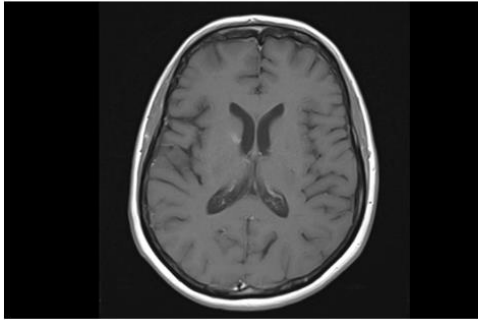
Axial T1-weighted MRI scan, showing contrast-enhanced lesion in the periventricular region of the right temporal lobe.
